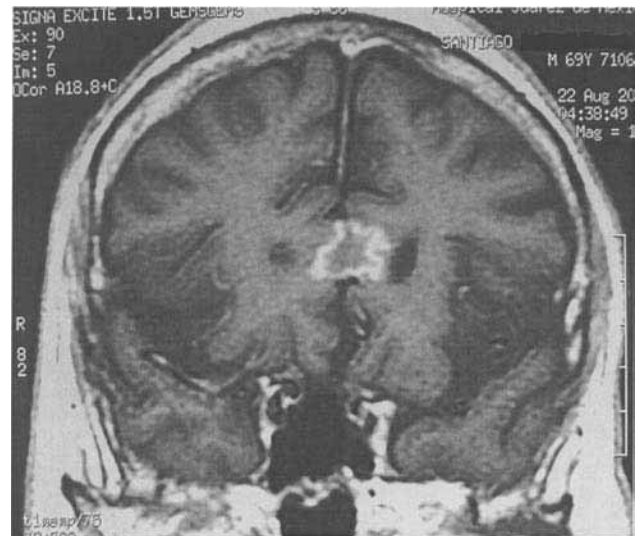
Resonancia magnética coronal con gadolinio: T1WI (TR = 450ms/TE = 7.7ms, mag= 1.5): se observa atrofia cortical, lesión en rodilla de cuerpo calloso de 1 cm hipointensa central, hiperintensidad irregular periférica.
